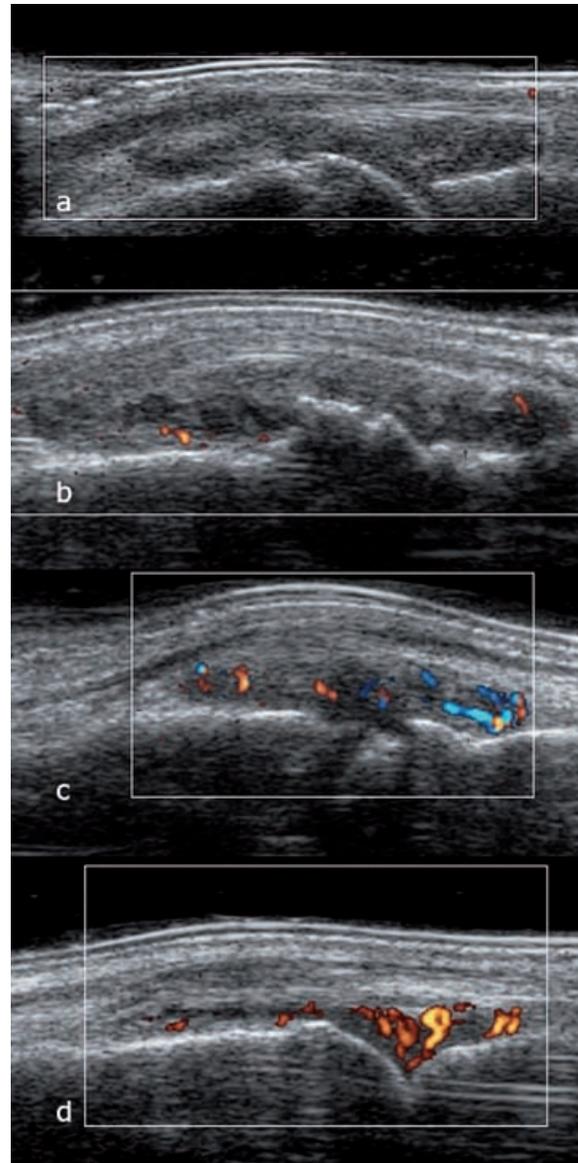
Doppler des MCP montrant différents degrés de vascularisation. (a), Coupe sagittale ne montrant aucune hyper vascularisation (score 0). (b), hyper vascularisation faible inférieure à 1/3 du volume synovial (score 1). (c), vascularisation moyenne (score 2). (d), Hyper vascularisation majeure occupant la quasi-totalité de la synoviale (score 3).
